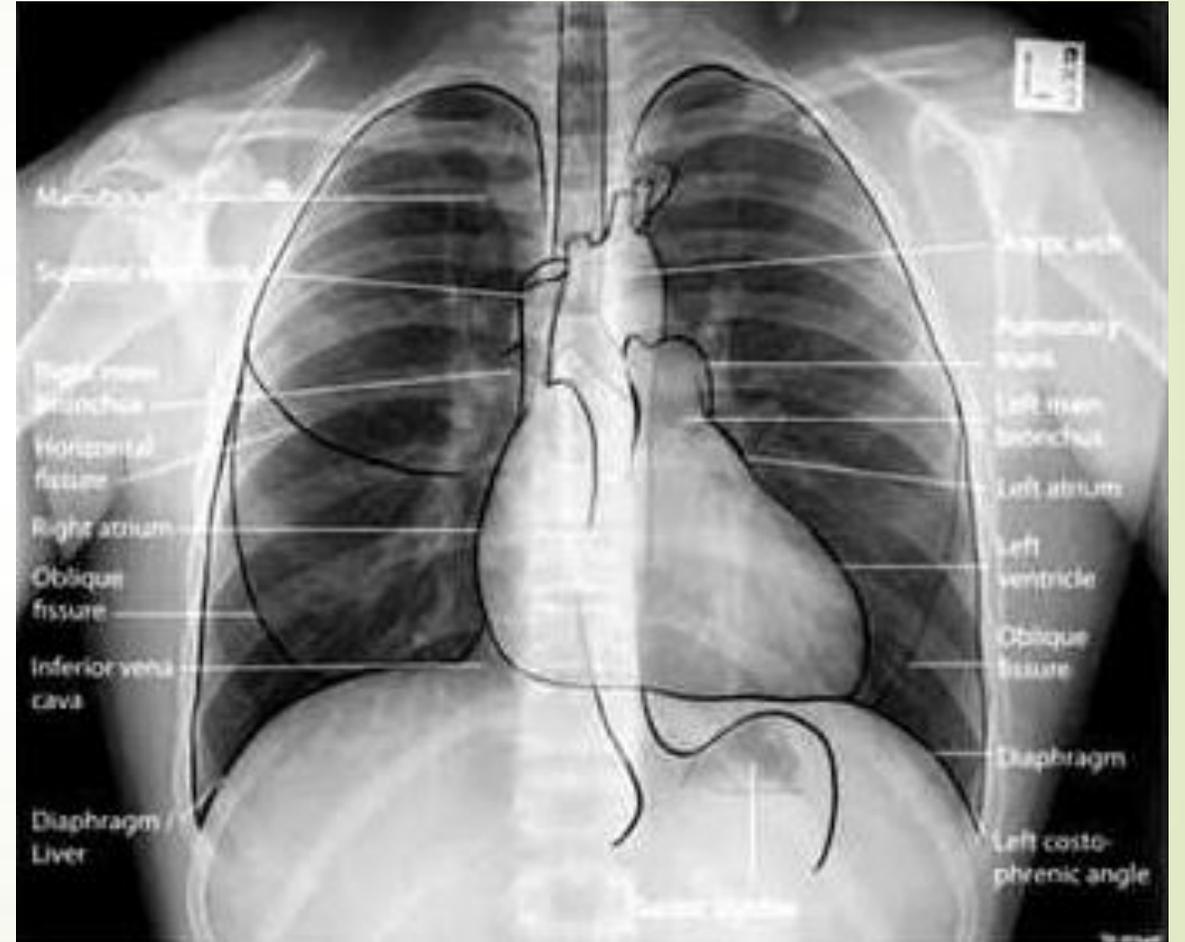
IMAGEN RADIOGRAFICA NORMAL
